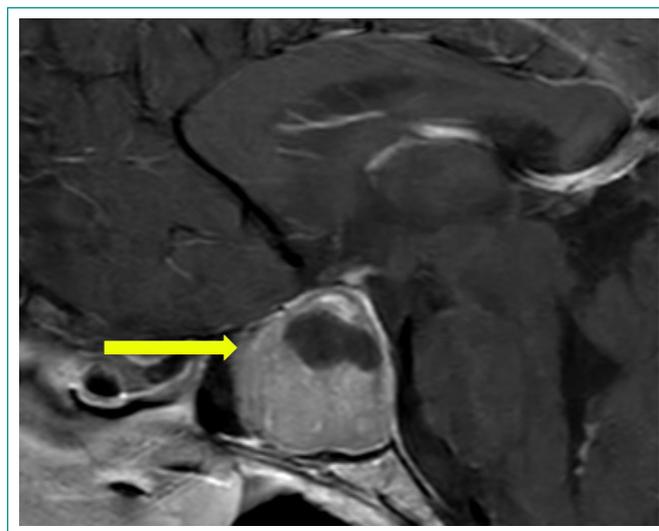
RMN cerebral. Corte sagital que muestra una lesión ocupante hipofisaria compatible con macroadenoma, que ocupa y expande la silla turca. Presenta área de diferente intensidad sugestiva de componente quístico.
